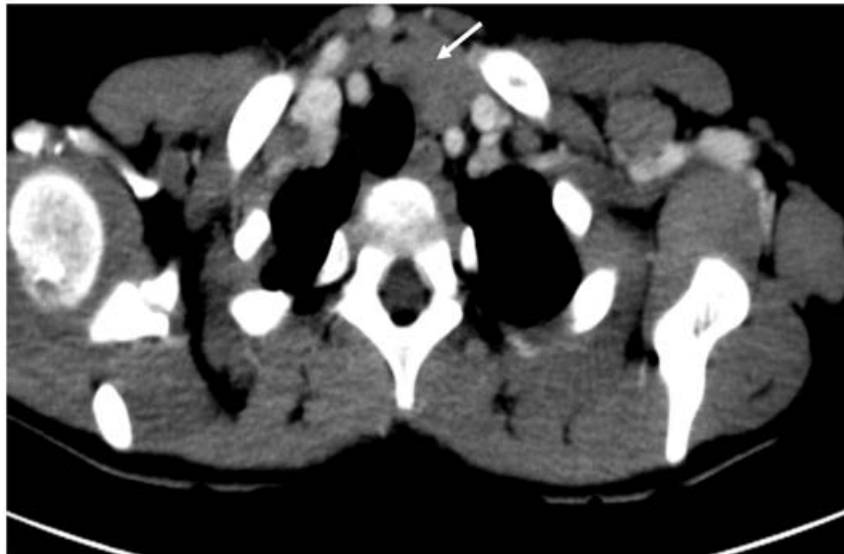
Tomografía axial computarizada contrastada endovenosa, corte axial, donde se muestra adenopatía para traqueal izquierda. Imágenes hiperdensas en ambos campos pulmonares, con tendencia nodular de aspecto secundarias. Imagen hiperdensa de aspecto tumoral con necrosis interna de 123 mm ocupa casi la totalidad del lóbulo derecho del hígado, presenta otras 2 por debajo de la misma de 71x58 mm, comprimen riñón derecho, se observa imagen hiperdensa mal definida en íntimo contacto con la porta, mesenterio engrosado. (Figuras 2a, 2b).
